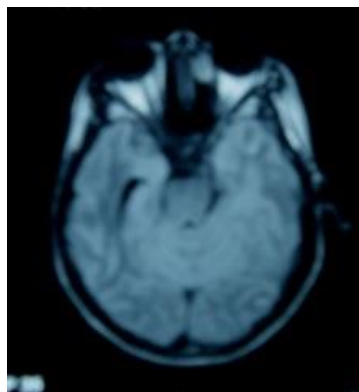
IRM Cérébrale Séquence Flair : comblement sinus ethmoïdal gauche
